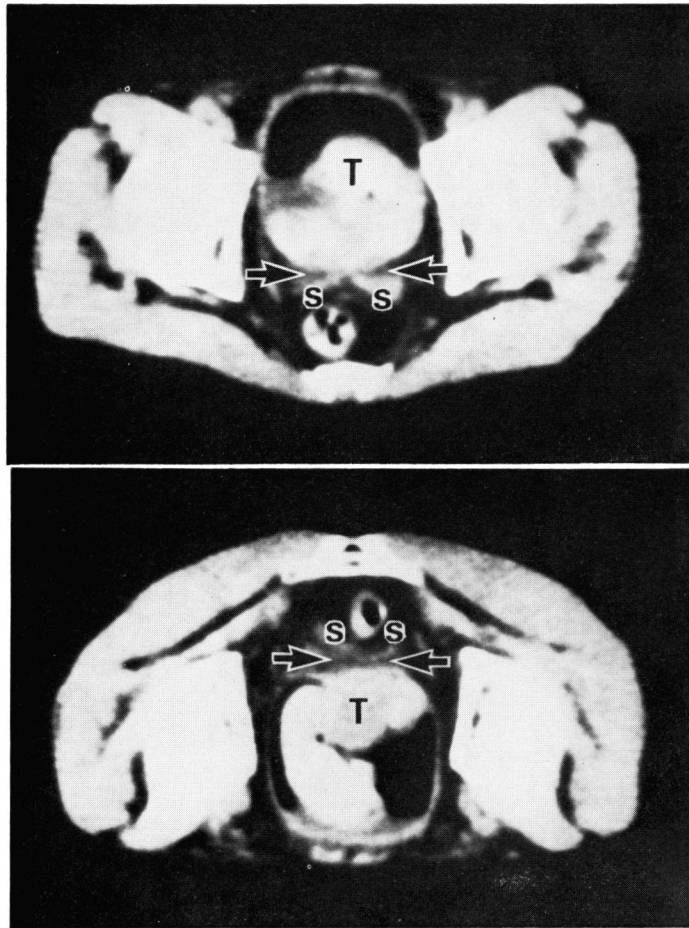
Case 8. Supine(upper) and prone(lower) CT scans show that a huge tumor arising from posterior wall occupies the bulk of bladder capacity. Base of tumor is defined and does not extend to perivesical fat which separates seminal vesicles from bladder(arrow), indicating under stage B. (T : tumor, S : seminal vesicles)
